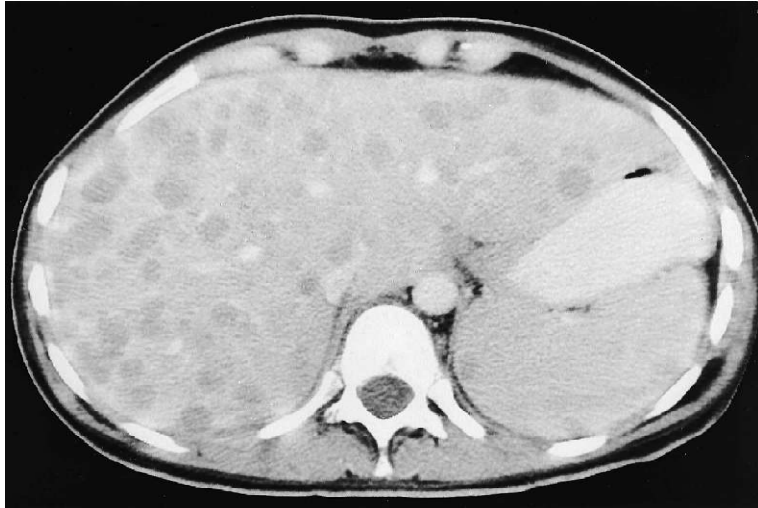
TDM abdominale objectivant de multiples lésions hypodenses dans le foie et la rate. [74]
